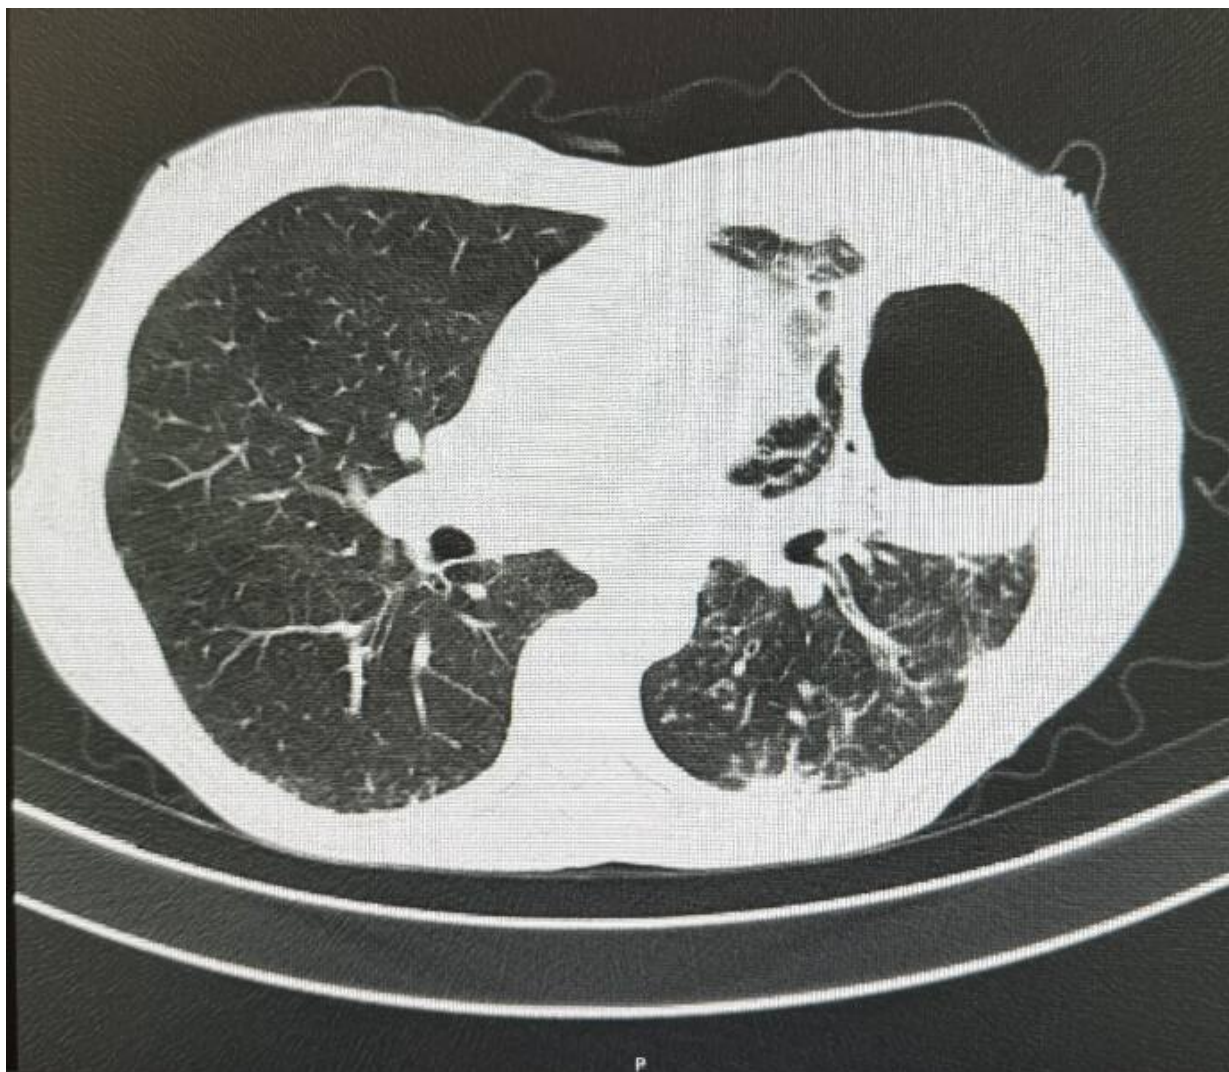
Tomografia computadorizada abdomino-pélvica demonstrando massa expansiva do ângulo esplênico do cólon, com espessamento parietal irregular e padrão infiltrativo. Observa-se extensão transdiafragmática.
